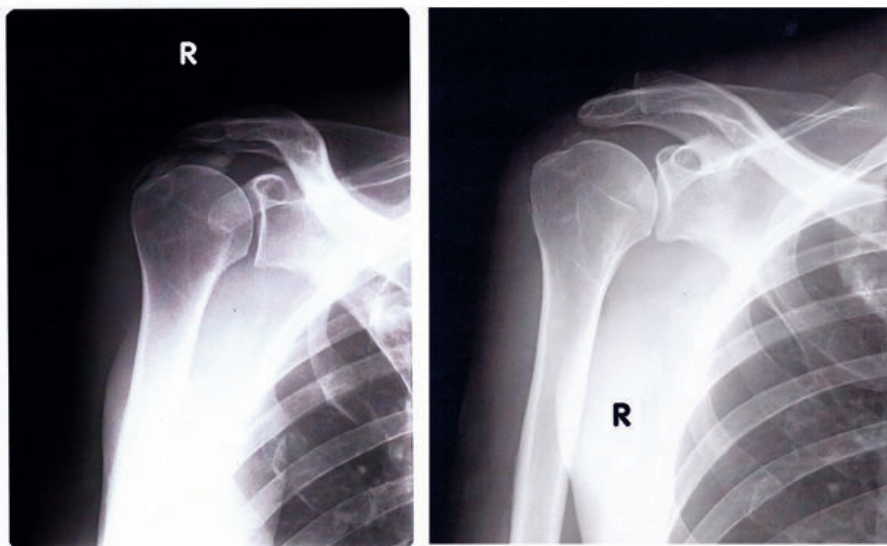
Röntgenbild der rechten Schulter mit Kalkdepot zu Beginn der Behandlung (links) und zwei Monate später.
